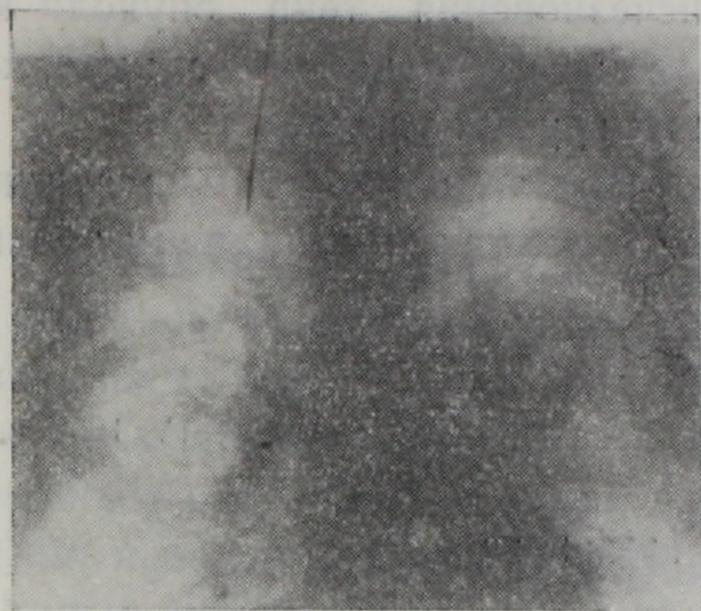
Передняя рентгенограмма того же больного после окончания лучевого лечения. В средней части опухоли определяется крупное просветление (полость). Виден горизонтальный уровень жидкости.
